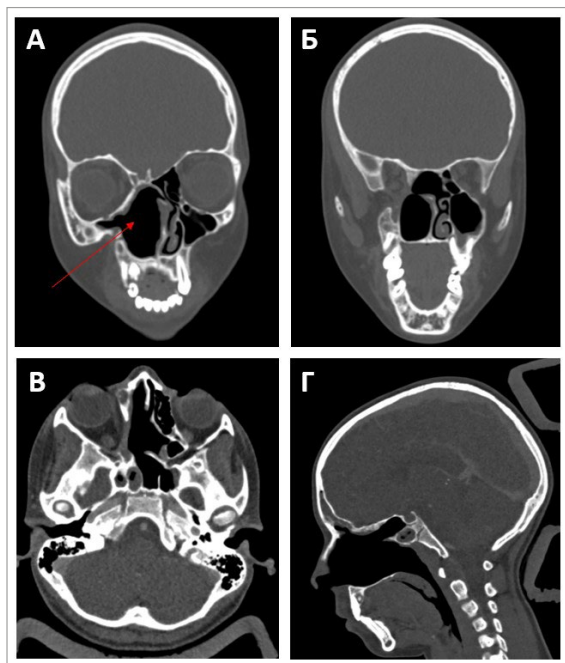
КТ — изображения через 3 года после ревизионного оперативного вмешательства, по данным которого был подтвержден рецидив. А, Б — коронарная проекция на разных уровнях сканирования, В — аксиальная проекция, Г — сагитальная проекция. Стрелка указывает на послеоперационную полость. На фоне послеоперационных изменений достоверных признаков рецидива не определяется
